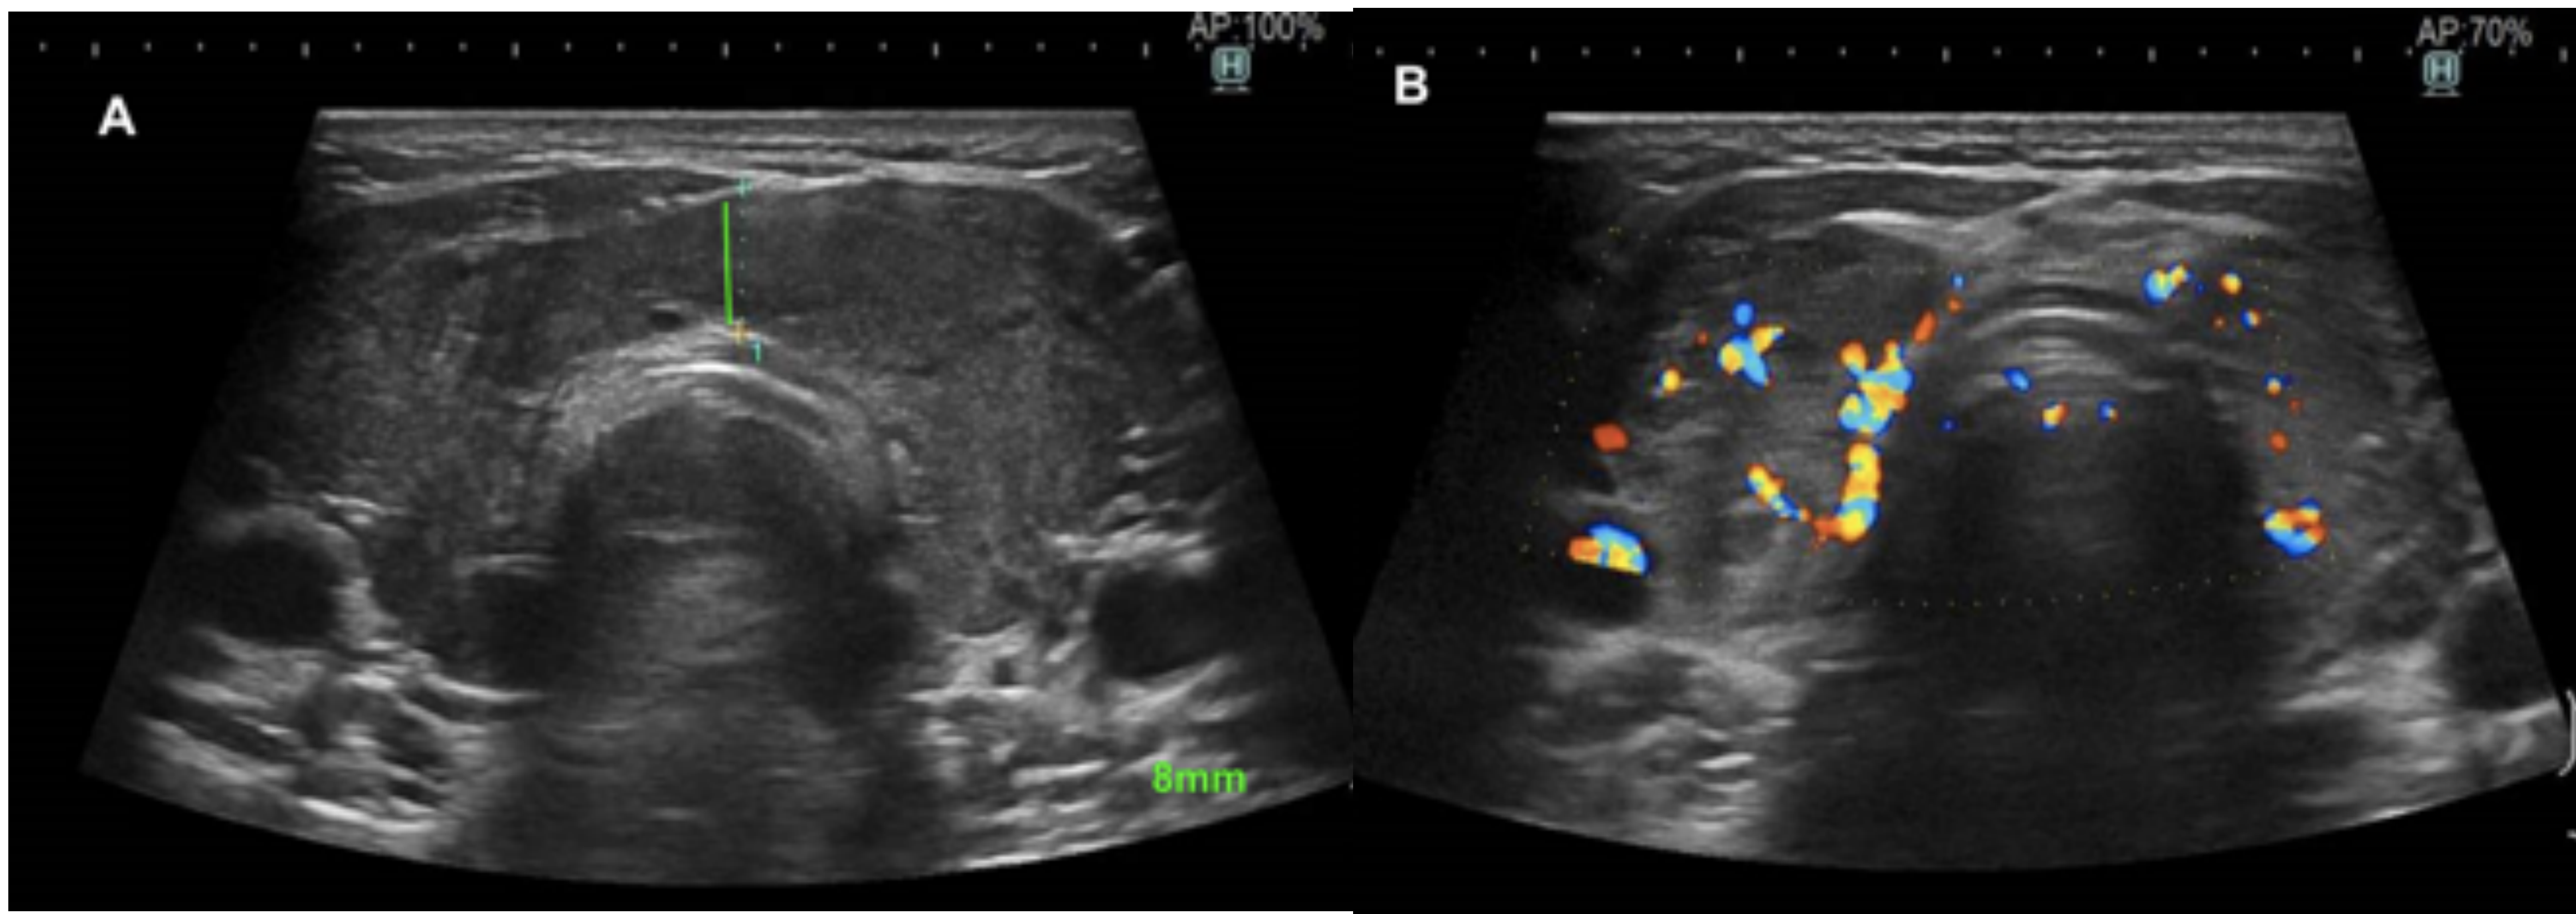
Linfoma tiroideo. Ecografía de tiroides en plano axial (A) modo b y (B) modo doppler (B). (A)Tiroides aumentado de tamaño de forma difusa con istmo de hasta 8mm, contornos lobulados y ecogenicidad disminuida. No se identifican nódulos ni calcificaciones parenquimatosas. (B) Mediante doppler color se observa vascularización aumentada. Tras biopsia se confirma diagnóstico de Linfoma.
